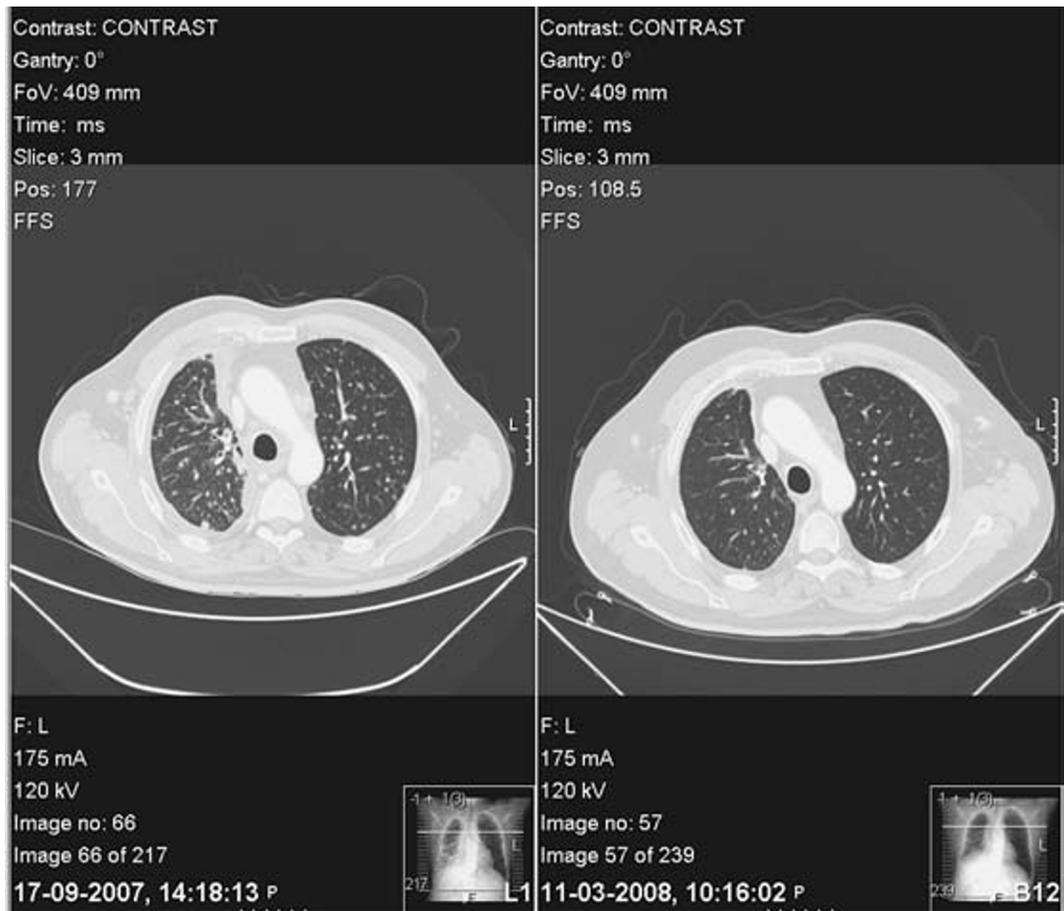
Caso 2. TC torácico pré e pós-erlotinib
